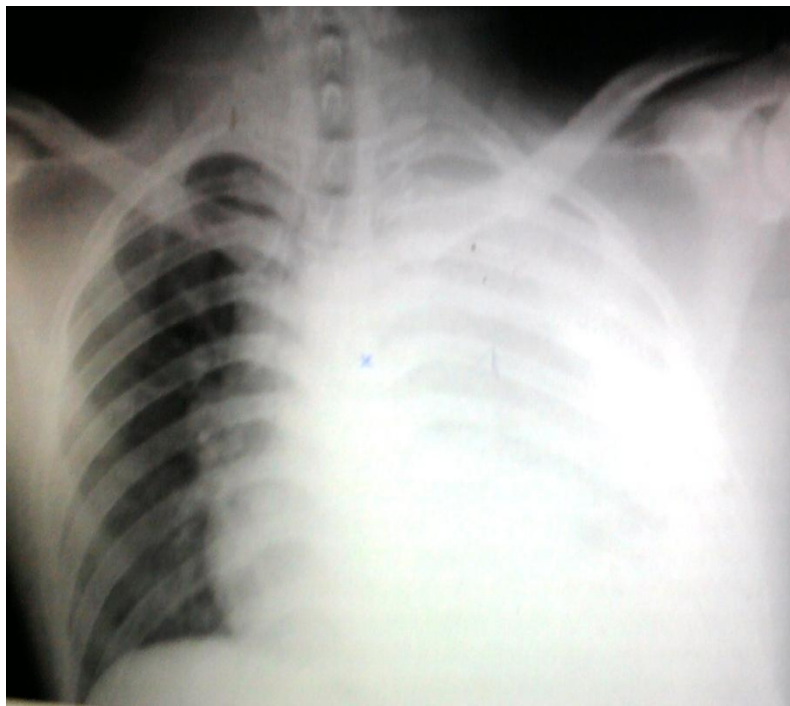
aspect radiographique d'un hémithorax gauche massif
